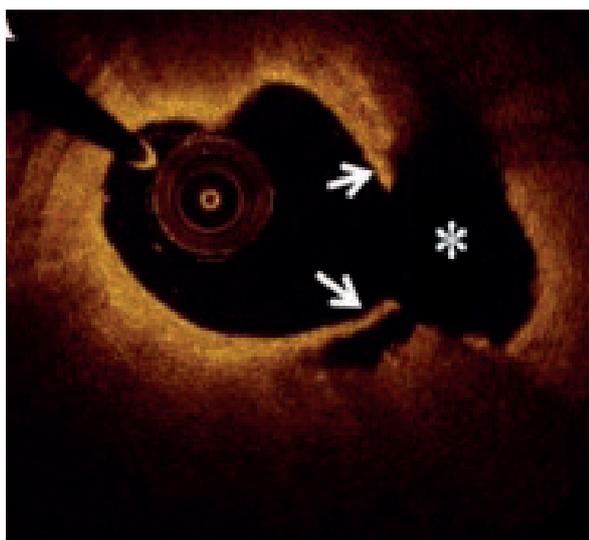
Морфология атеросклеротической бляшки при остром коронарном синдроме по данным оптической когерентной томографии (ОКТ). Разрыв бляшки: разрыв фиброзной капсулы (стрелки) и образование полости внутри бляшки (звездочка) [7]
